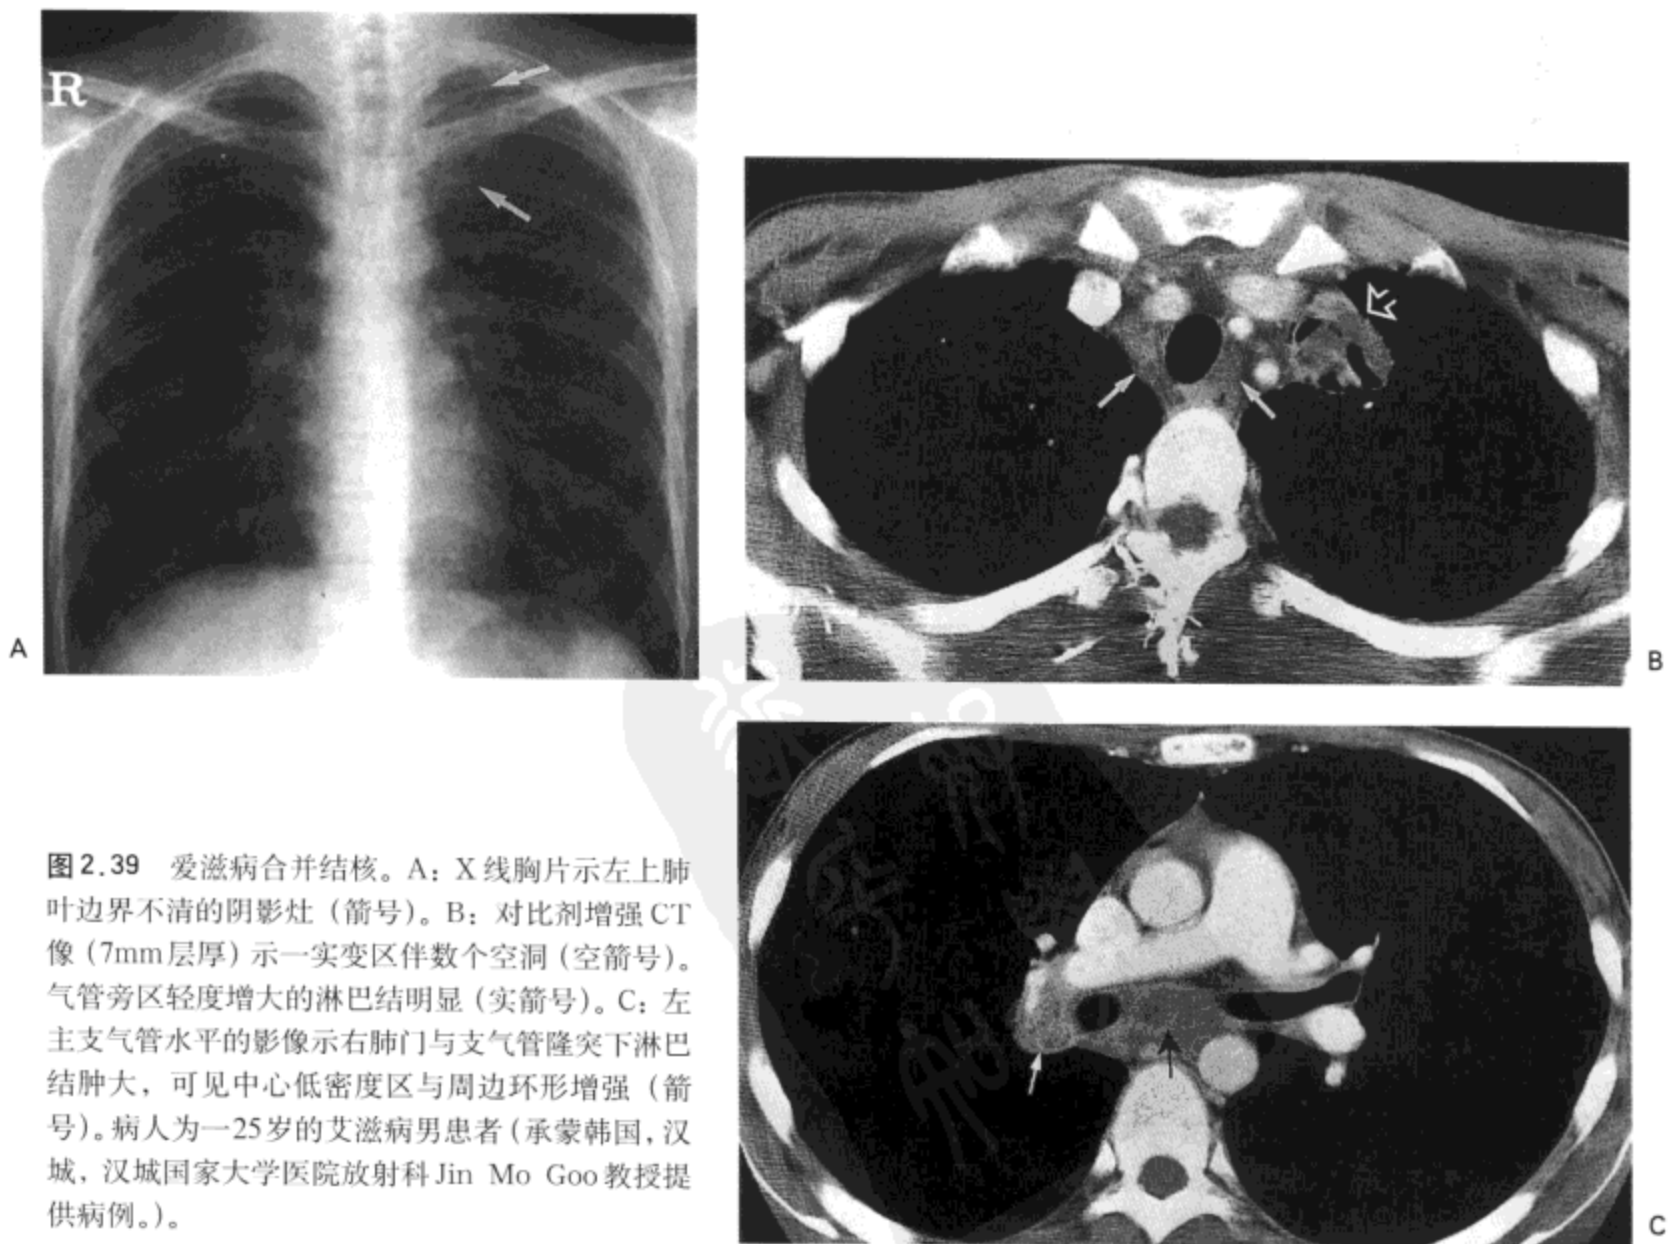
爱滋病合并结核。A：X线胸片示左上肺叶边界不清的阴影灶（箭号）。B：对比剂增强CT像（7mm层厚）示一实变区伴数个空洞（空箭号）。气管旁区轻度增大的淋巴结明显（实箭号）。C：左主支气管水平的影像示右肺门与支气管隆突下淋巴结肿大，可见中心低密度区与周边环形增强（箭号）。病人为一25岁的艾滋病男患者（承蒙韩国，汉城，汉城国家大学医院放射科Jin Mo Goo教授提供病例。）。
